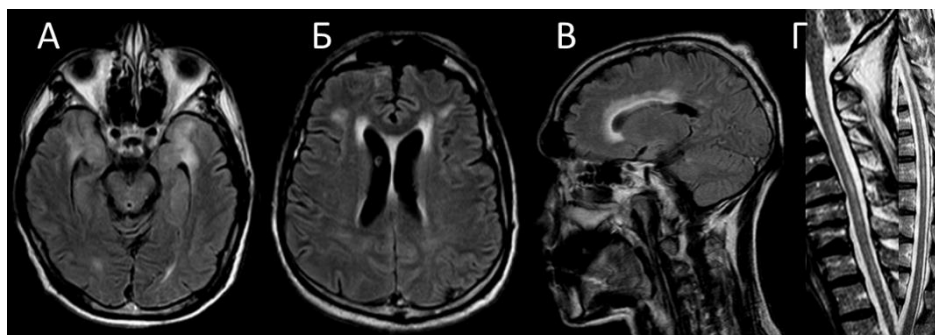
МРТ пациента с анти-Yo паранеопластическим энцефаломиелитом. А, Б (T2-FLAIR, аксиальный срез) и В (T2-FLAIR, сагиттальный срез) – диффузно-очаговые гиперинтенсивные изменения в белом веществе височных долей, перивентрикулярно и субкортикально; Г (T2-TSE, сагиттальный срез) – гиперинтенсивный МР-сигнала от задних отделов спинного мозга на уровне шейного и грудного отделов, соответствующие признакам поперечного миелита.
